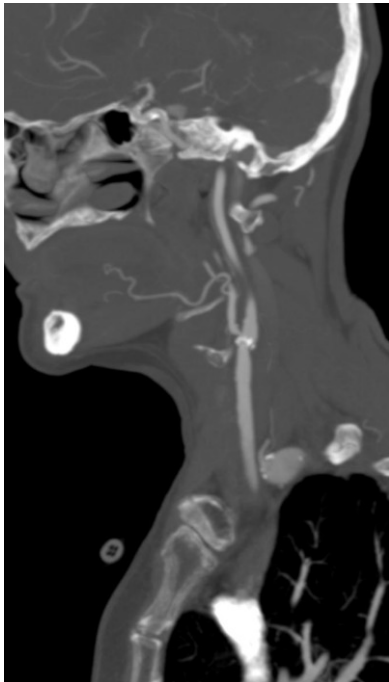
CT: sagittale Schnittebene.
